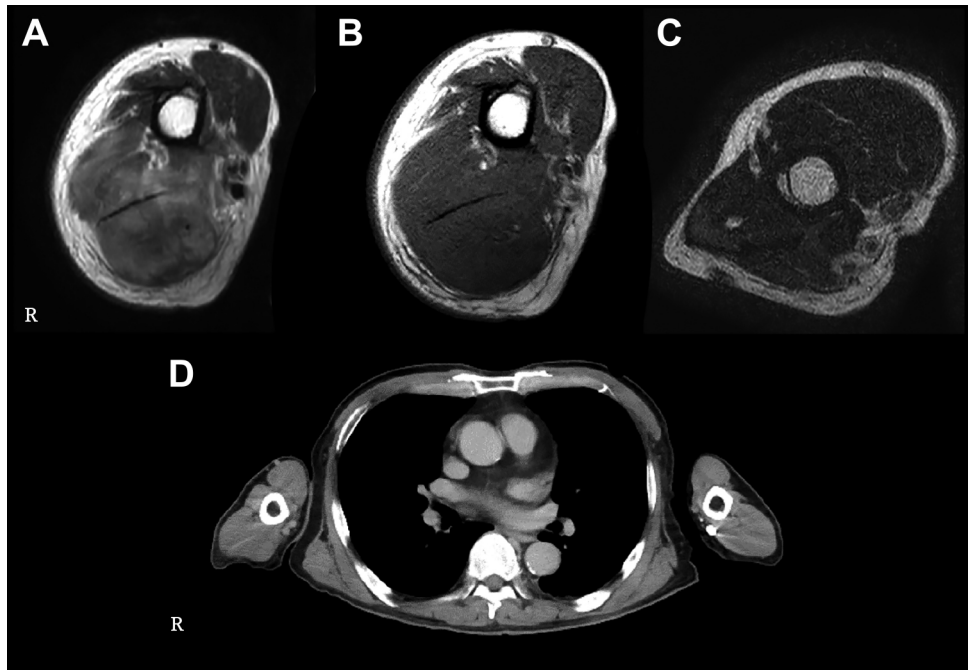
MRI of the right upper extremity on admission and on the day 13 and chest CT on admission.
